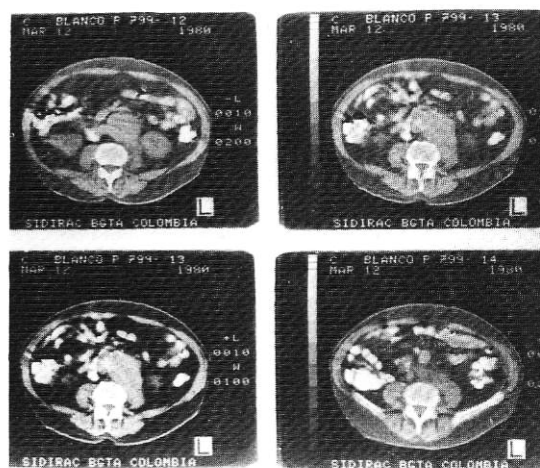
TAC del abdomen en donde se aprecian cortes a diferentes niveles que demuestran la presencia del aneurisma y una masa paravertebral izquierda.
